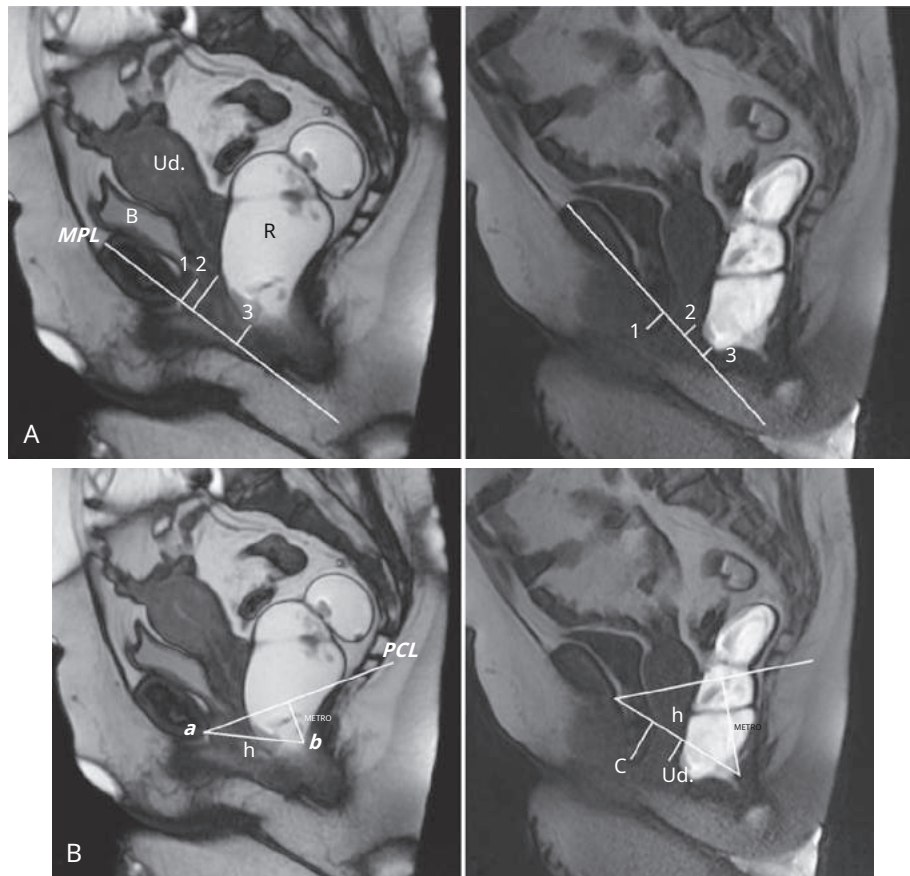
Imagen de precesión libre en estado estacionario ponderada en T2 medio sagital obtenida en reposo (*izquierda*) e imagen de eco con recuperación de gradiente ponderada en T1 en el descenso máximo del suelo pélvico durante la evacuación (*bien*) muestran las medidas de los tres compartimentos del suelo pélvico (1,anterior;2,medio;3,posterior) con la línea media púbica (MPL) utilizado como línea de referencia.B. La imagen sagital media ponderada en T2 obtenida en reposo muestra los puntos de referencia utilizados en el sistema "HMO". (*izquierda*) Los puntos de referencia son la cara inferior de la sínfisis del pubis. (a) y la pared posterior del recto a nivel de la unión anorrectal(b). La línea H(h)representa el ancho anteroposterior del hiato y se extiende desdeaab. La línea M(METRO)representa el descenso del hiato y se extiende perpendicularmente desde la línea pubococcígea (PCL) hasta el extremo posterior de la línea H. (bien) Imagen de eco de gradiente multifásico ponderado en T1 medio sagital durante la evacuación que muestra mediciones del prolapso de órganos según el sistema HMO.C. cistocele;Ud., útero;B,vejiga;R,recto. (De Reiner CS, Weishaupt D. Imágenes dinámicas del suelo pélvico: técnicas de resonancia magnética y parámetros de imagen.*Imágenes del abdomen.* 2013;38:903.)
